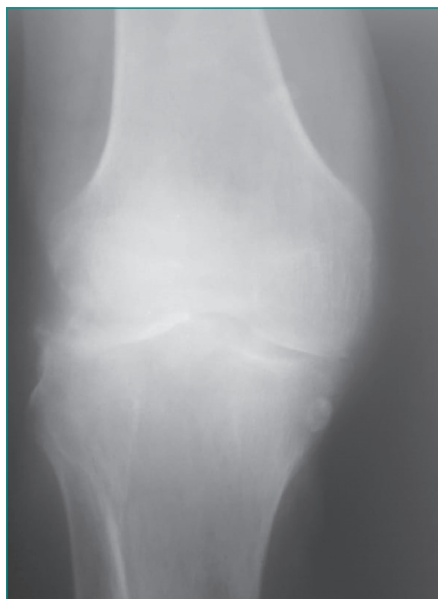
Arthrite septique du genou chez une femme de 43 ans. La radiographie standard du genou montre un pincement global de l'interligne articulaire avec de multiples érosions.
